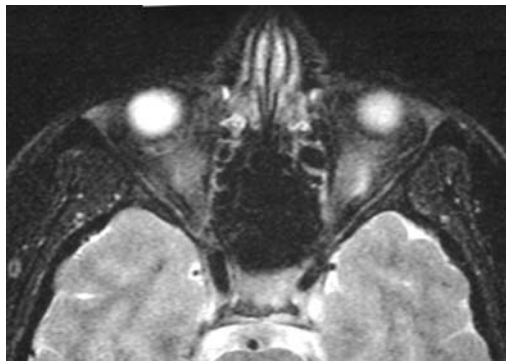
RMN donde se observa signos sugestivos de inflamación del NO izquierdo (corte coronal).
